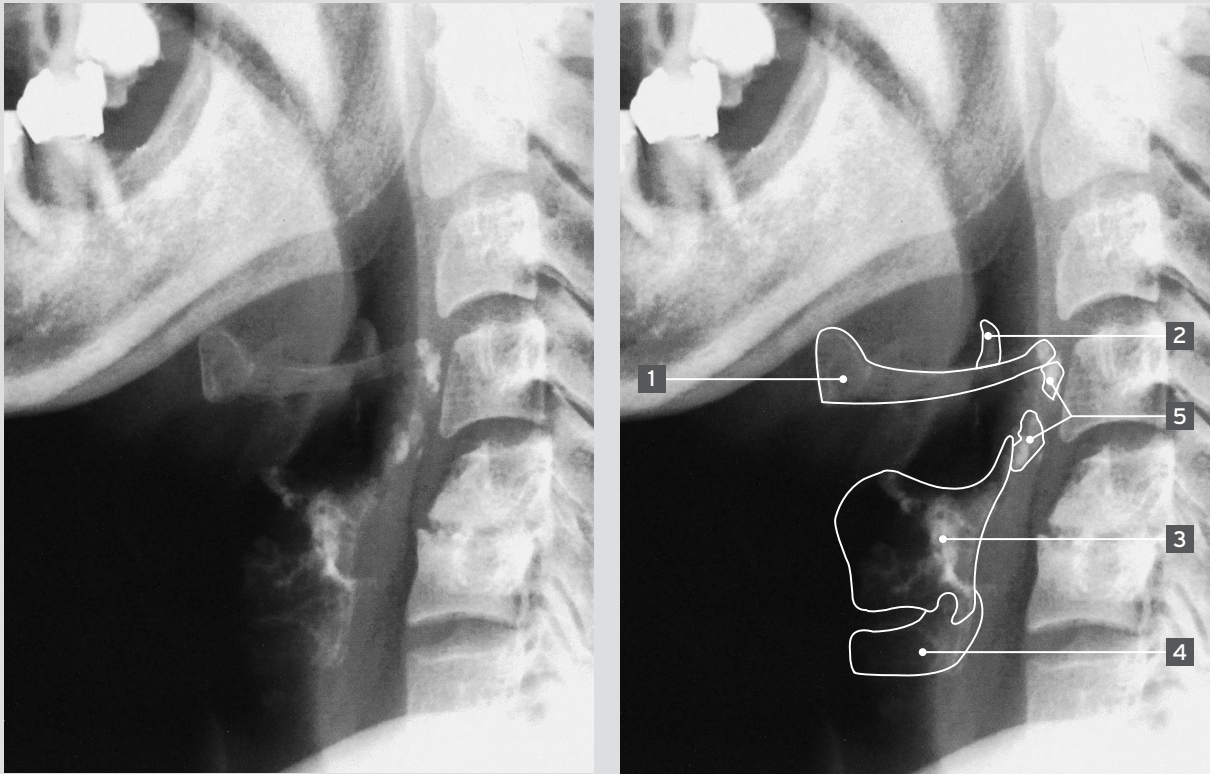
Verificerende røntgenoptagelse af halsregionen hos 44-årig kvinde, hvor der ved panoramaradiografi tentativt konstateredes forkalkede aterosklerotiske plaques. Billedet viser 1) normalt os hyoideum og 2) normalt epiglottis, 3) spredt forkalkning af cartilago thyroidea inkl. cornu superius og af 4) cartilago cricoidea, samt 5) forkalkede aterosklerotiske plaques lokaliseret ud for C4.
